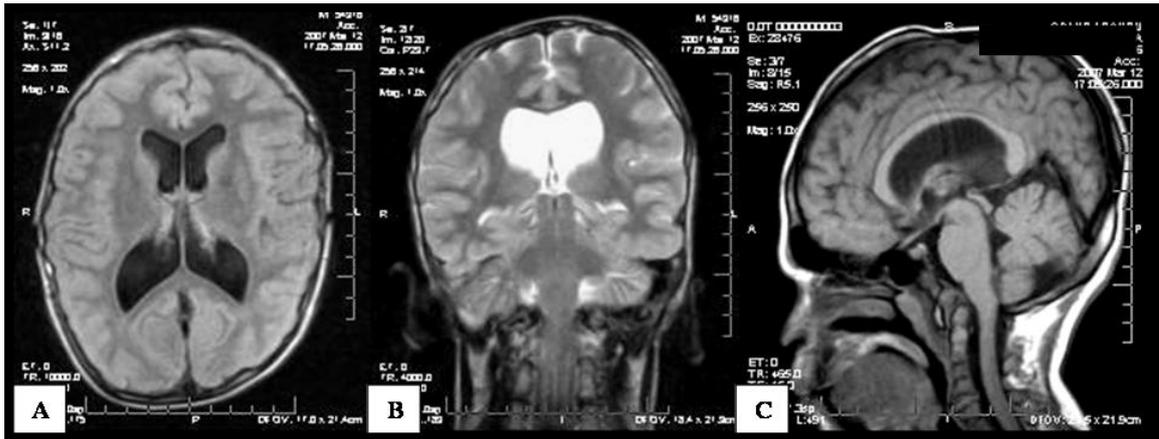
Ressonância magnética nas seqüências axial T1 (A), coronal T2 (B) e sagital T1 (C) evidenciando ventriculomegalia – paciente 10
